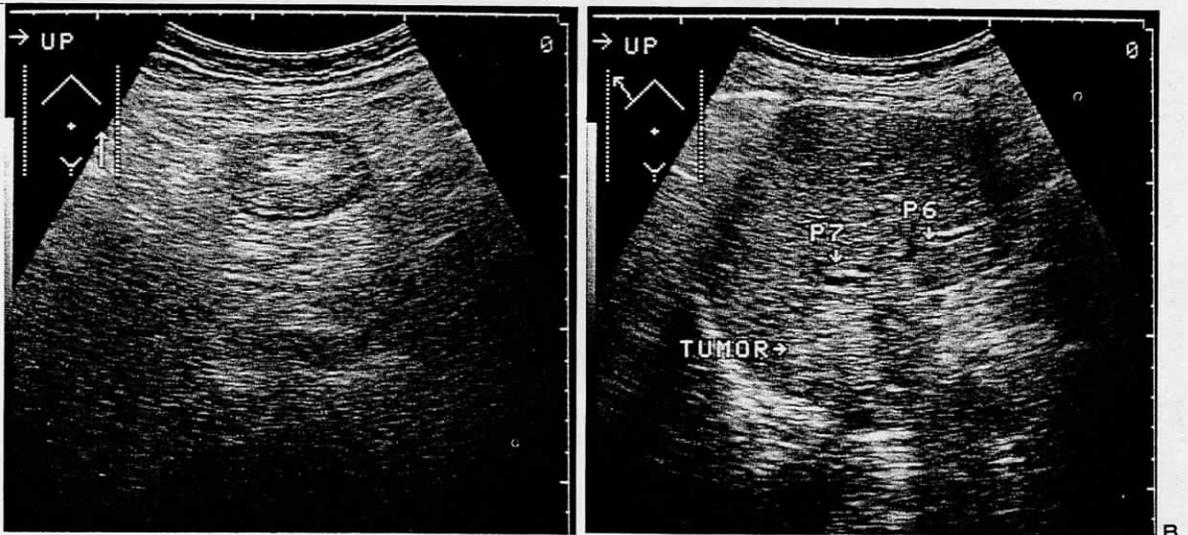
S字状結腸の肝転移 S字状結腸に全周性の癌が存在し(A)、術前に超音波で肝右葉後上区域の転移(B)が発見されて合併切除が行われた。
